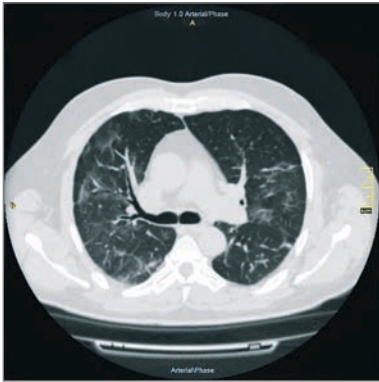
Аксіальний зріз КТ ОГК пацієнта В. на початку постковідного періоду
